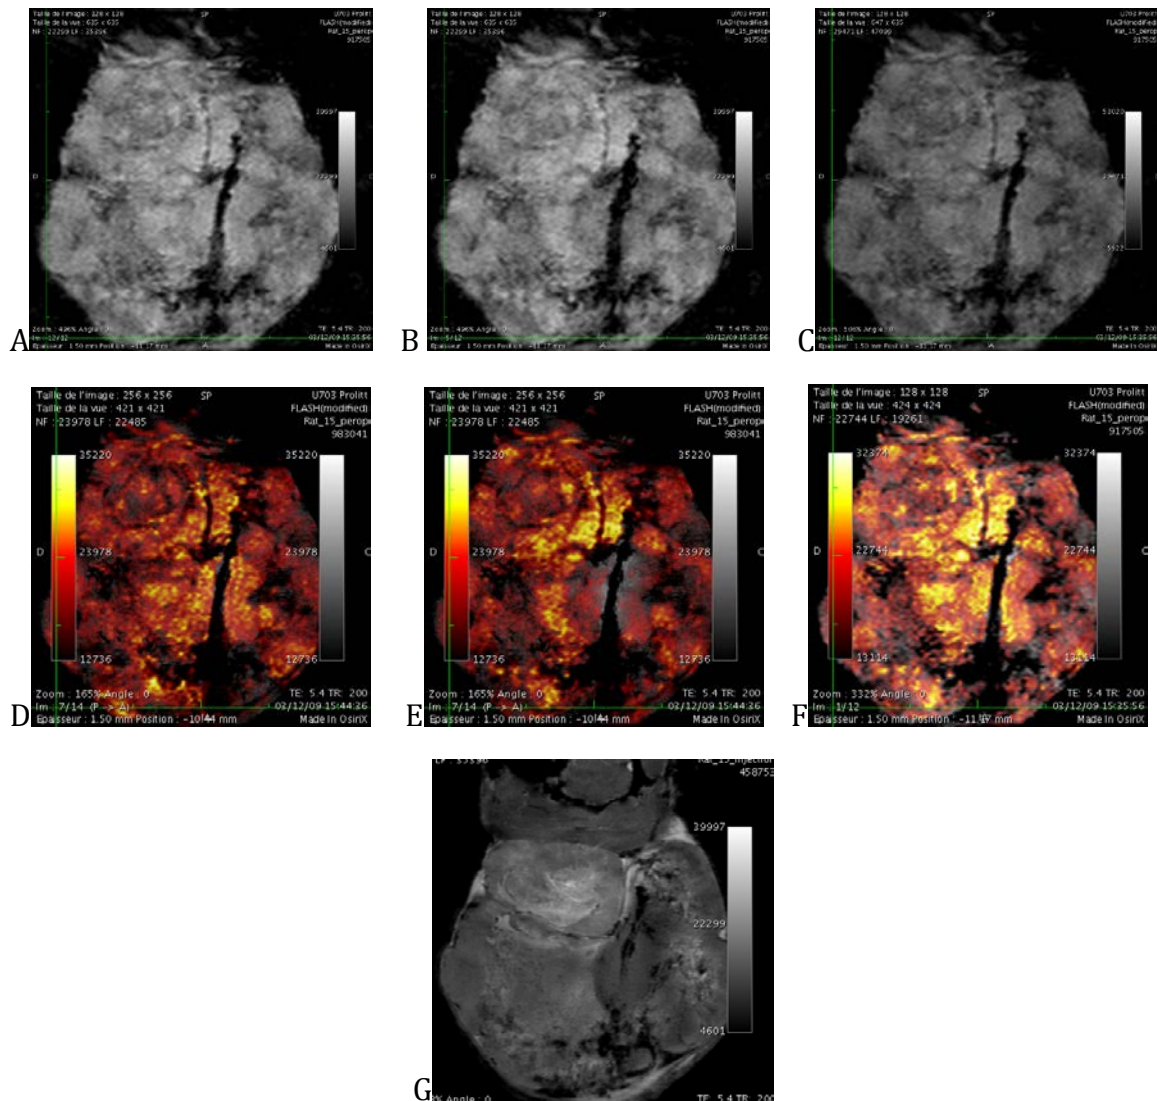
Visualisation directe en IRM de l'action du laser 980nm. A,B et C : séquences Turbo FLASH pondérées T1 avant (0sec, image A), à la fin du tir (75sec, image B) et après le tir (145 sec, image C) centrées sur le trajet de la fibre. Pendant le tir, on visualise un halo hypointense ellipsoïde autour de la partie diffusante de la fibre correspondant à l'action photothermique (image B). Ce halo disparaît après le tir (image C). Images D, E et F: Fusion d'une image de référence Turbo Flash T1 centrée sur la fibre avec l'image A (D), B (E) et C (F). On visualise nettement le halo ellipsoïde précédemment décrit (image E). G: Image Turbo FLASH T1 après injection de gadolinium à 48h du traitement. La nécrose visible (Zone non réhaussée) correspond au halo ellipsoïde de l'image E.
